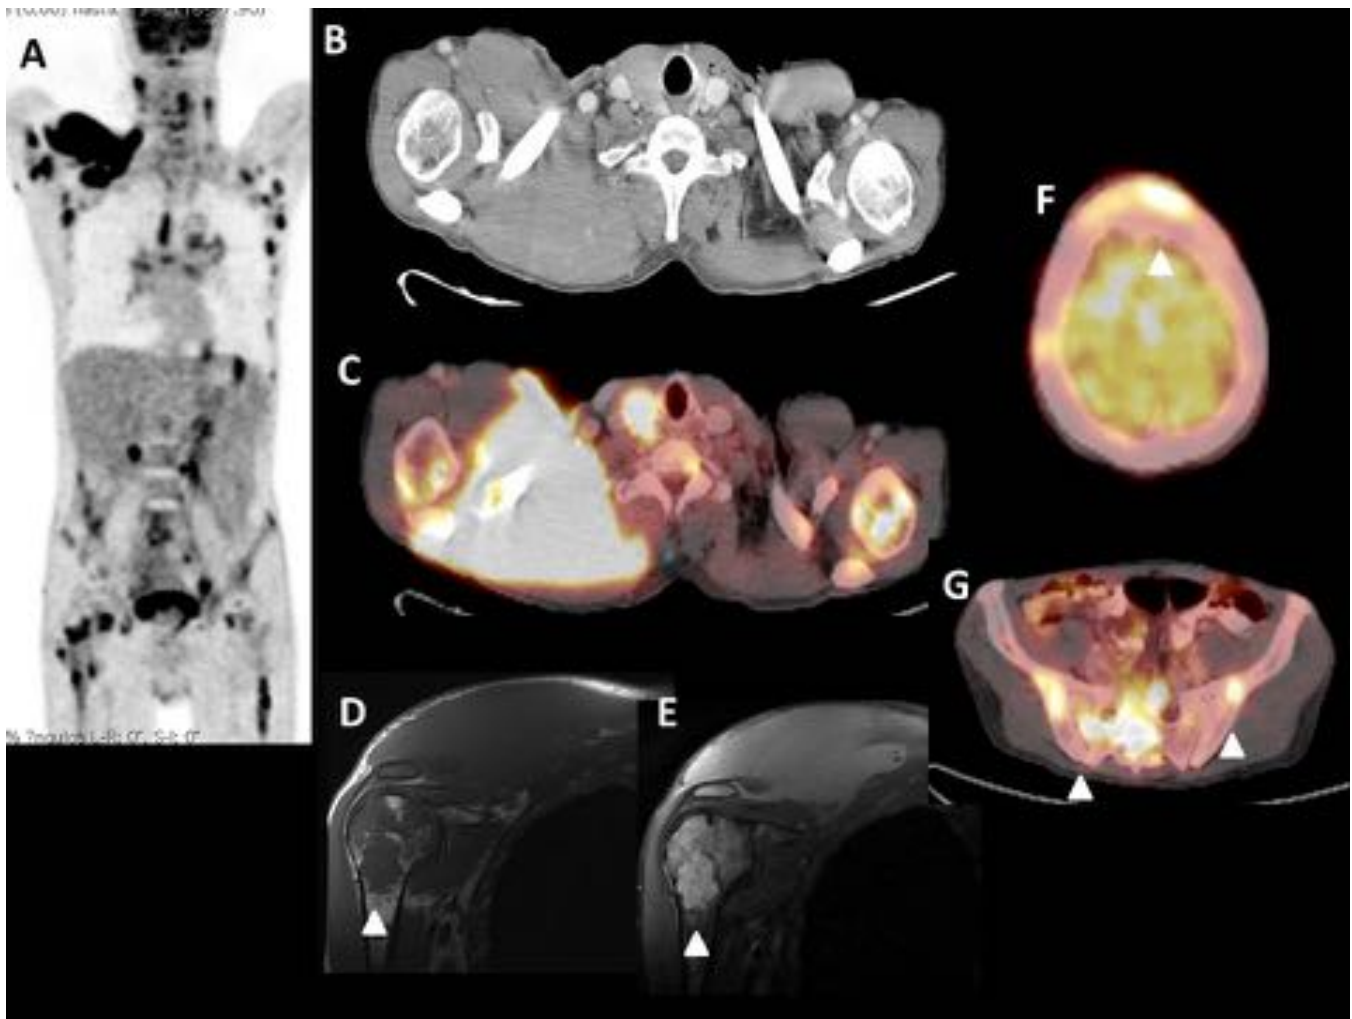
18FDG-PET/TC Verdadero positivo. Paciente varón de 61 años con LDCGB. El PET/TC muestra intensa captación de 18FDG en una masa en el hombro derecho (B-C). La RM confirma la presencia de una masa en el músculo supraespinoso, hipointensa en T1 (D) con realce tras administración de contraste (E), y lesiones en la cabeza del húmero derecho con el mismo comportamiento (punta de flecha). Se detecta afectación linfomatosa difusa ósea (D-G, puntas de flecha).
